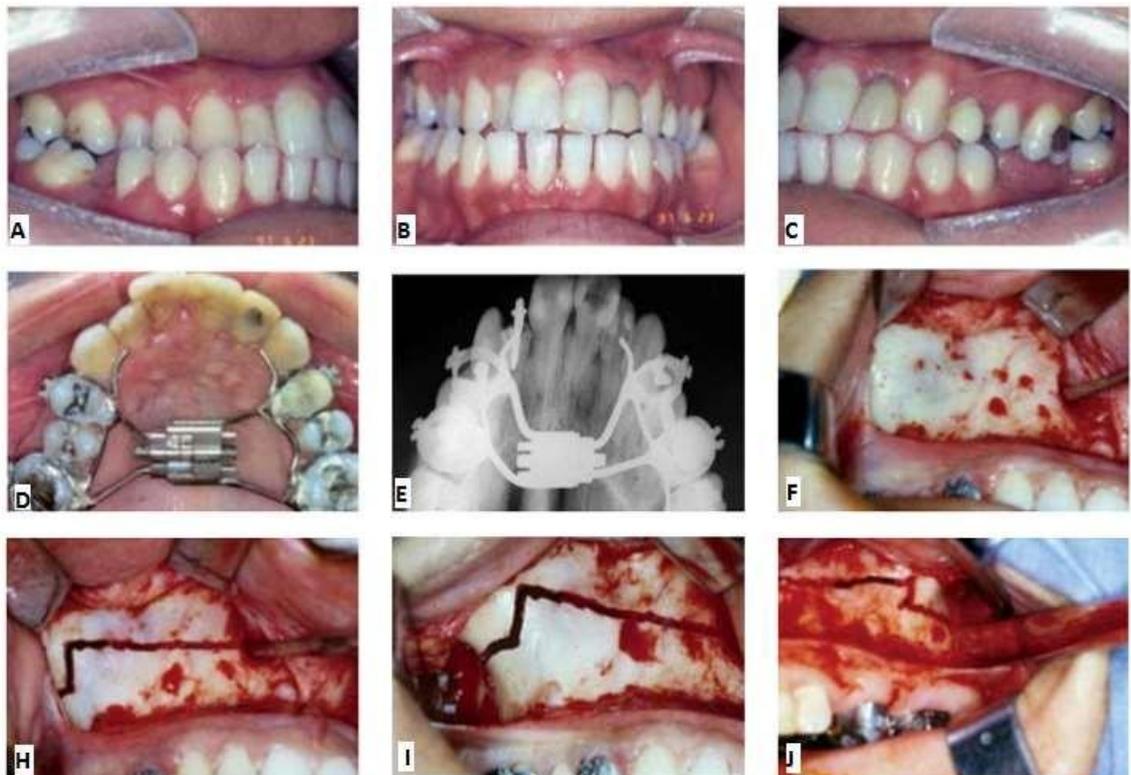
Figuras 2A, 2B e 2C: Fotos intraorais. 2D: Expansor instalado. 2E: Radiografia da maxila com o expansor instalado. 2F, 2H, 2I e 2J: Osteotomia realizada (Mendonça, 2015).
